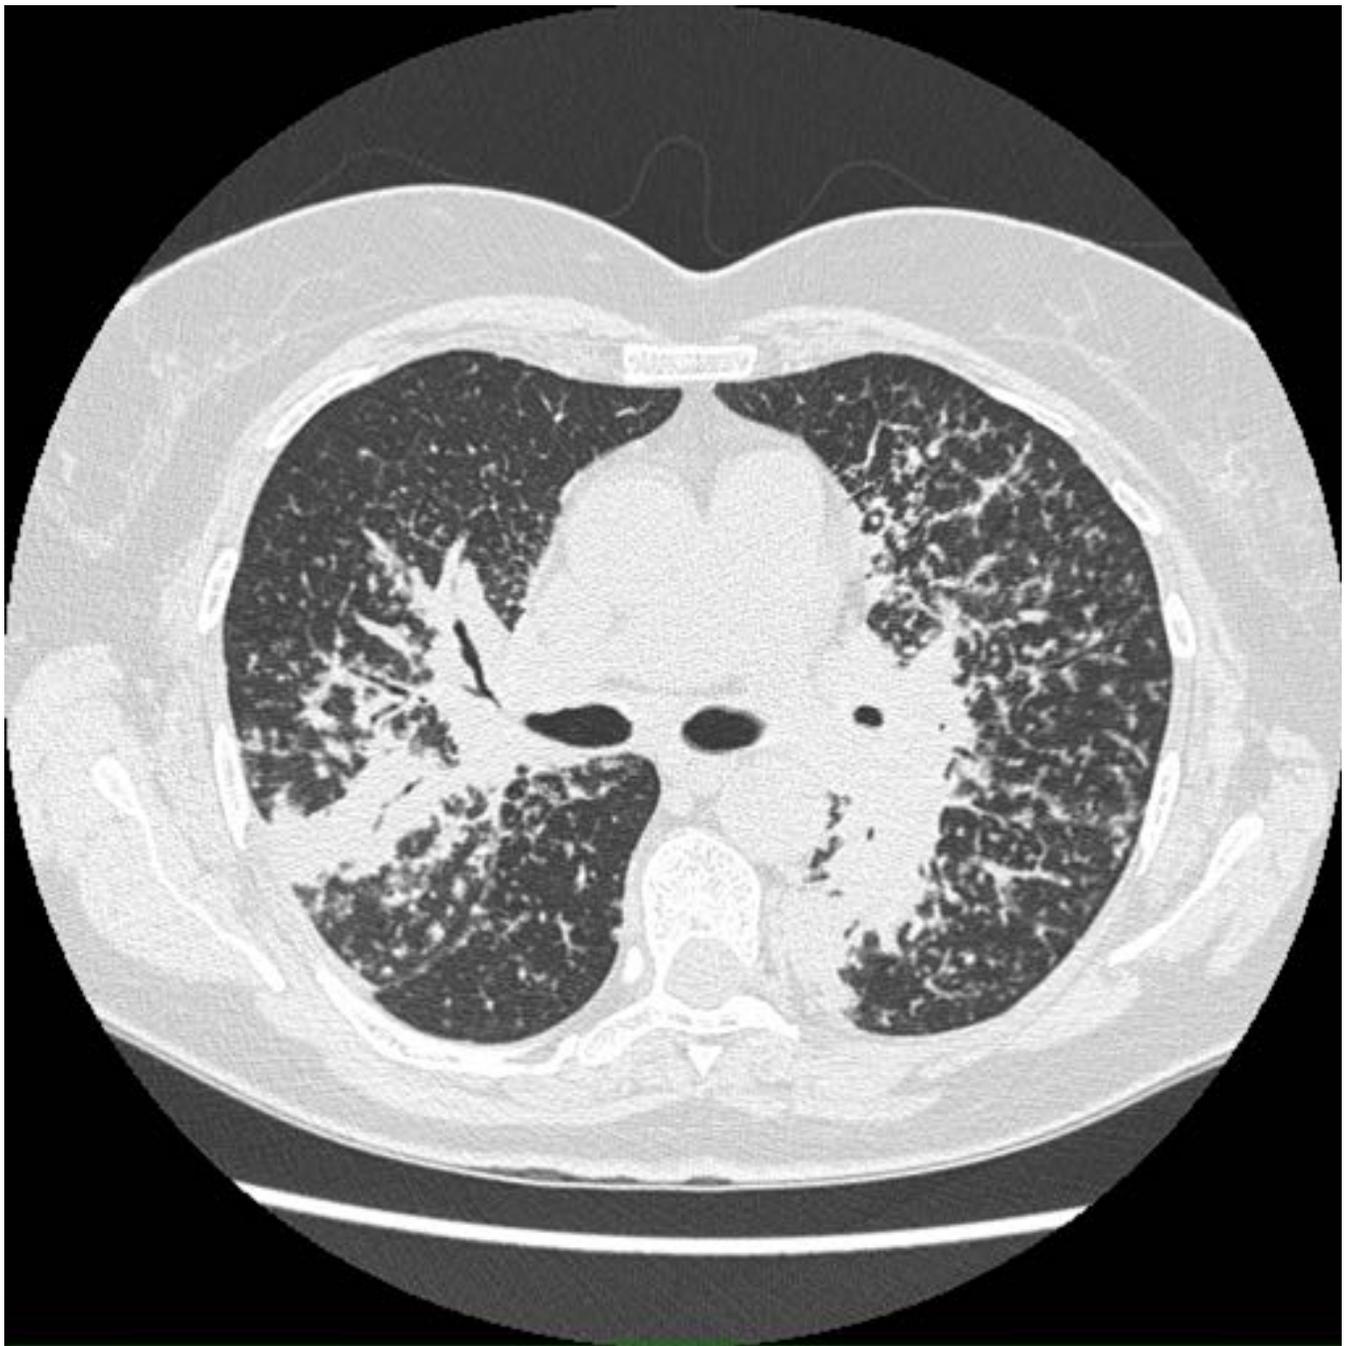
TC de tórax en plano axial en el que se aprecian adenopatías calcificadas.
